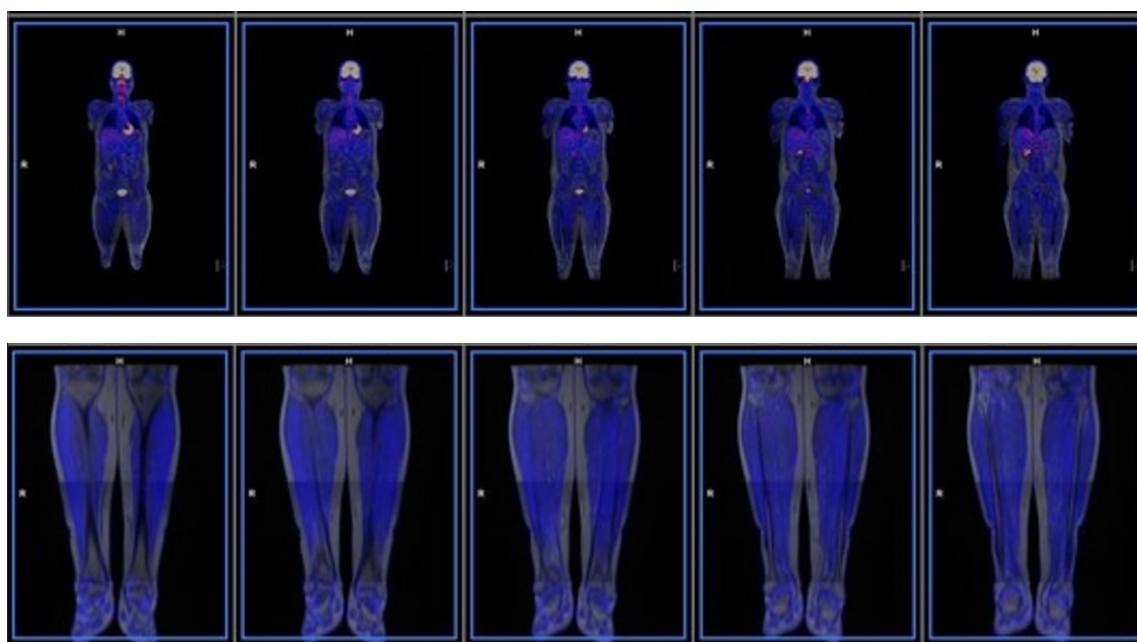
indagine PET/RM con sequenze fuse effettuata nel corso del follow-up del caso clinico esaminato al fine di valutare l'eventuale ulteriore captazione delle sedi di IO, in particolare dei femori.
